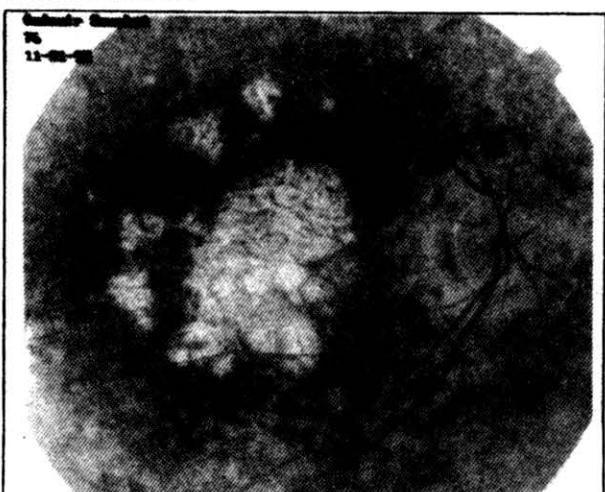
4 nolu olgunun ICG angiografisinin geç dönem görünümü ( 30 dak.)
